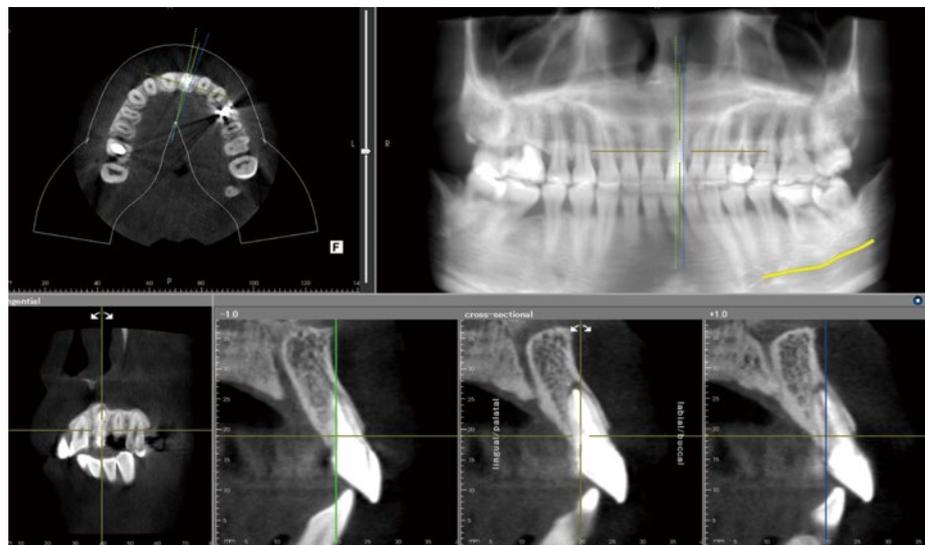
CT撮影による埋入部位の骨の形態及び患歯のチェック。[1]に破折が認められたため抜歯即時埋入インプラントを計画した。
